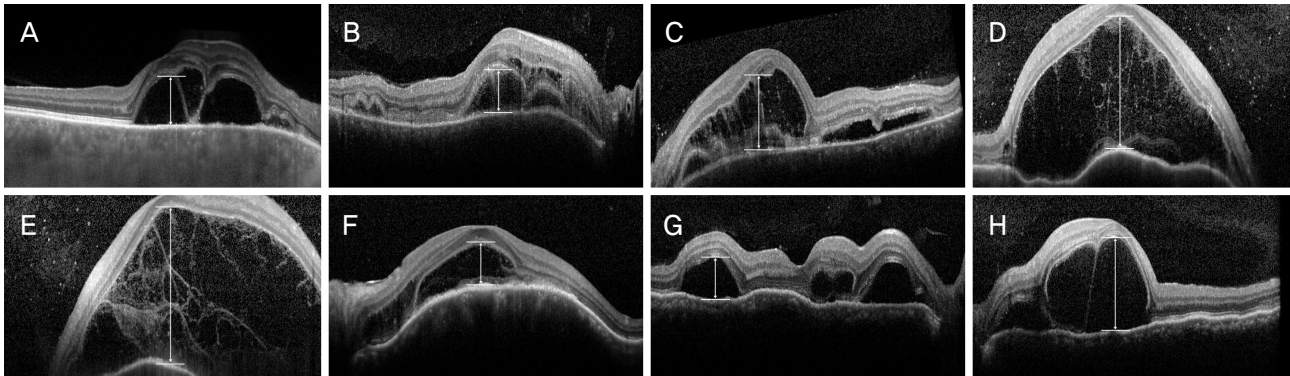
Optical coherence tomography images at baseline and Subretinal fluid height obtained from recurrent group. (A) Right eye of case 1. (B, C) Right and left eyes of case 2. (D, E) Right and left eyes of case 4. (F) Left eye of case 5. (G, H) Right and left eyes of case 9.
